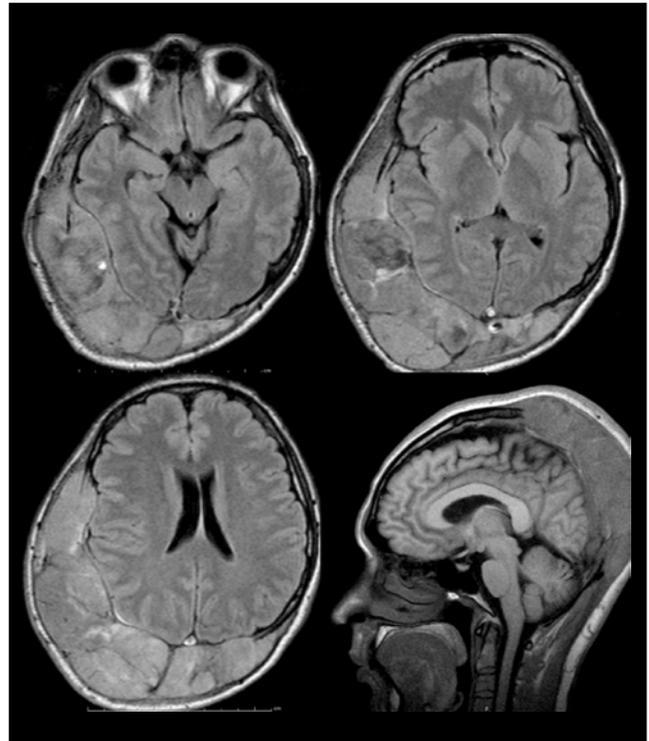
Resonancia magnética nuclear: tumor extra-axial en región frontoparietotemporo-occipital derecha que infiltraba estructuras adyacentes, que condicionó una herniación subfalquina y carcinomatosis leptomenígea
